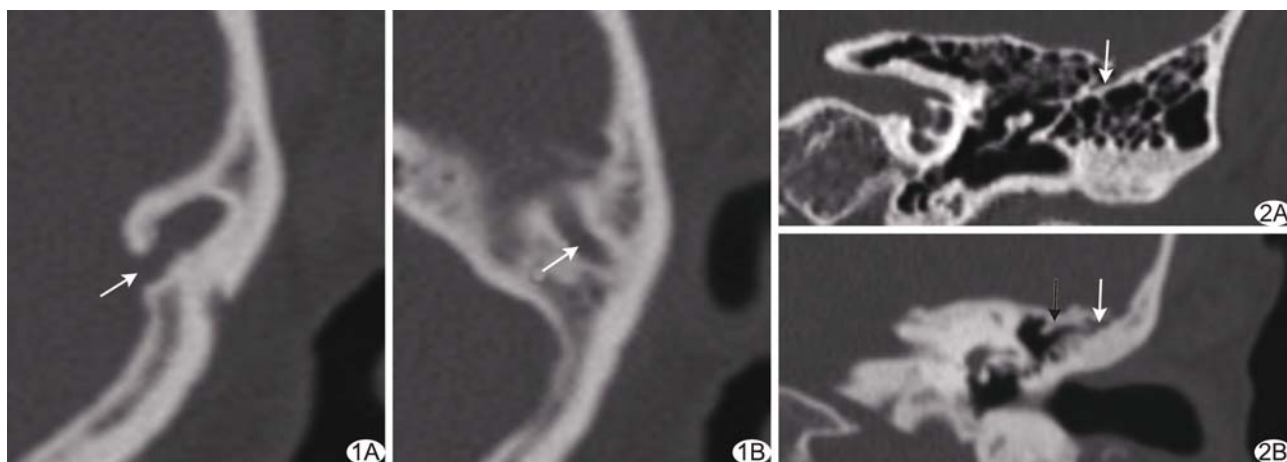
HRCT 判定 PSS 的标准 A. PSS 远心端起自颞骨后缘的横窦-乙状窦交界处(箭); B. PSS 向前沿岩鳞隔走行(箭), 相应部位可见骨管形成 图 2 HRCT 冠状位图像显示 PSS 走行与岩鳞隔的关系 A. 岩鳞窦走行于岩鳞隔内(箭); B. PSS 走行于岩鳞隔(黑箭)外侧的骨管内(白箭)
